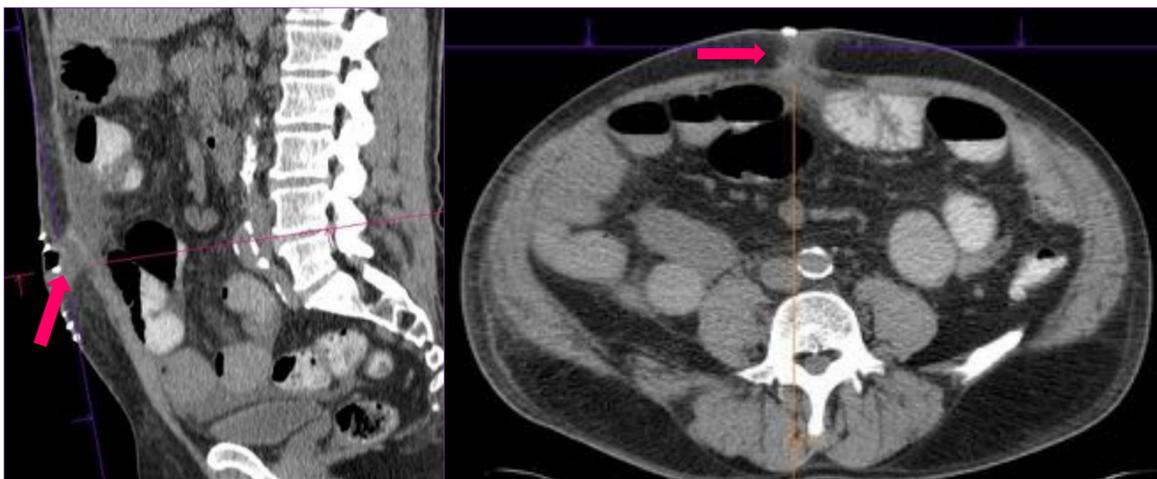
y fig 10. TC de pelvis sin contraste iv en planos sagital y axial. Paciente intervenido de neoplasia de colon derecho con fiebre, leucocitosis y supuración por la herida de laparotomía media. Insuficiencia renal aguda. Se identifica una pequeña cantidad de líquido caudal al colon transversal que se continúa con la pequeña cantidad de líquido en la herida quirúrgica, compatible, en el contexto clínico, con infección de la herida quirúrgica (flecha). con afectación en profundidad, intraabdominal.
